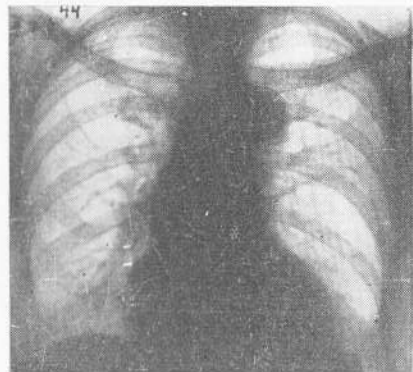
Fibroma* — Radiografía en inspiración.
